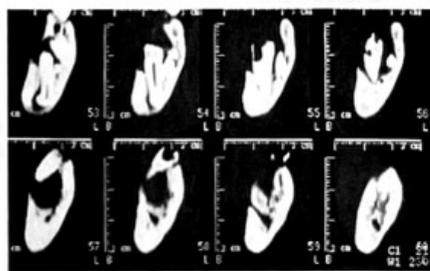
Esame TC, sezioni mandibolari trasversali.
